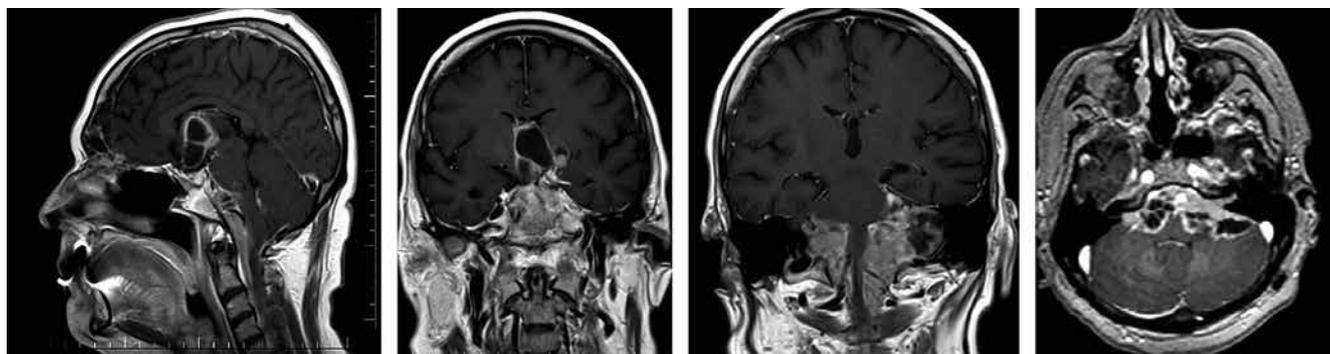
Магнитно-резонансные томограммы пациента С. через 1,5 года после начала терапии темозоломидом. Отмечается рост опухоли
